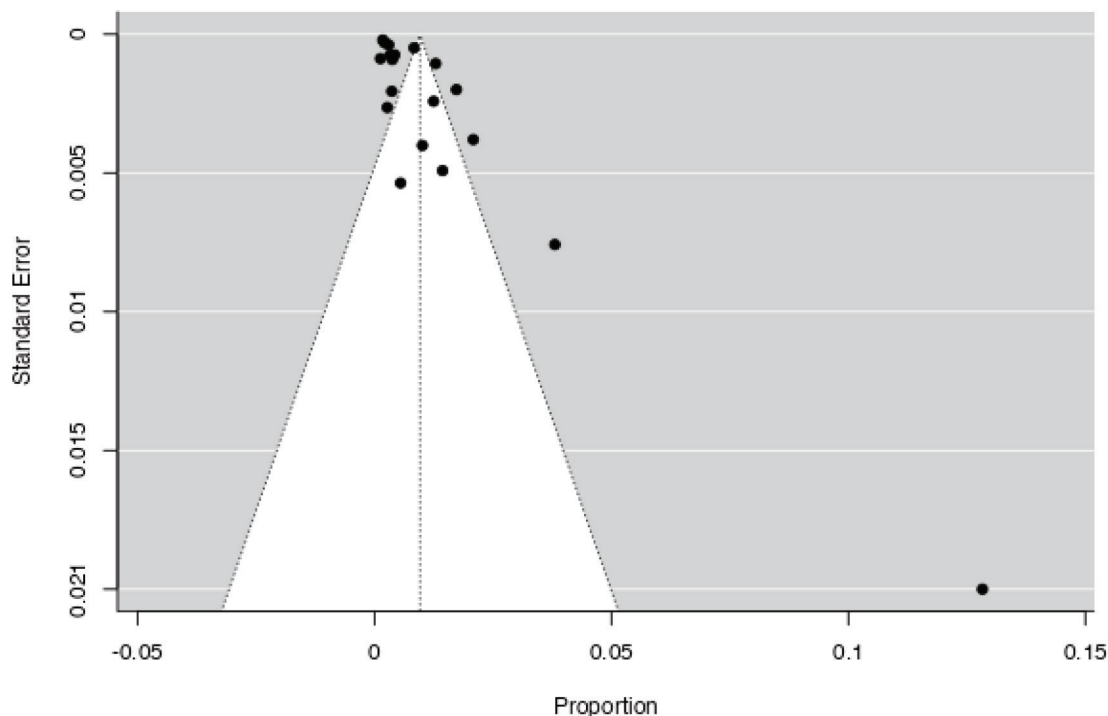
Captación incidental en PET/TC ¹⁸F-FDG en parótidas. *Funnel plot* y resultados sobre el sesgo de publicación.
